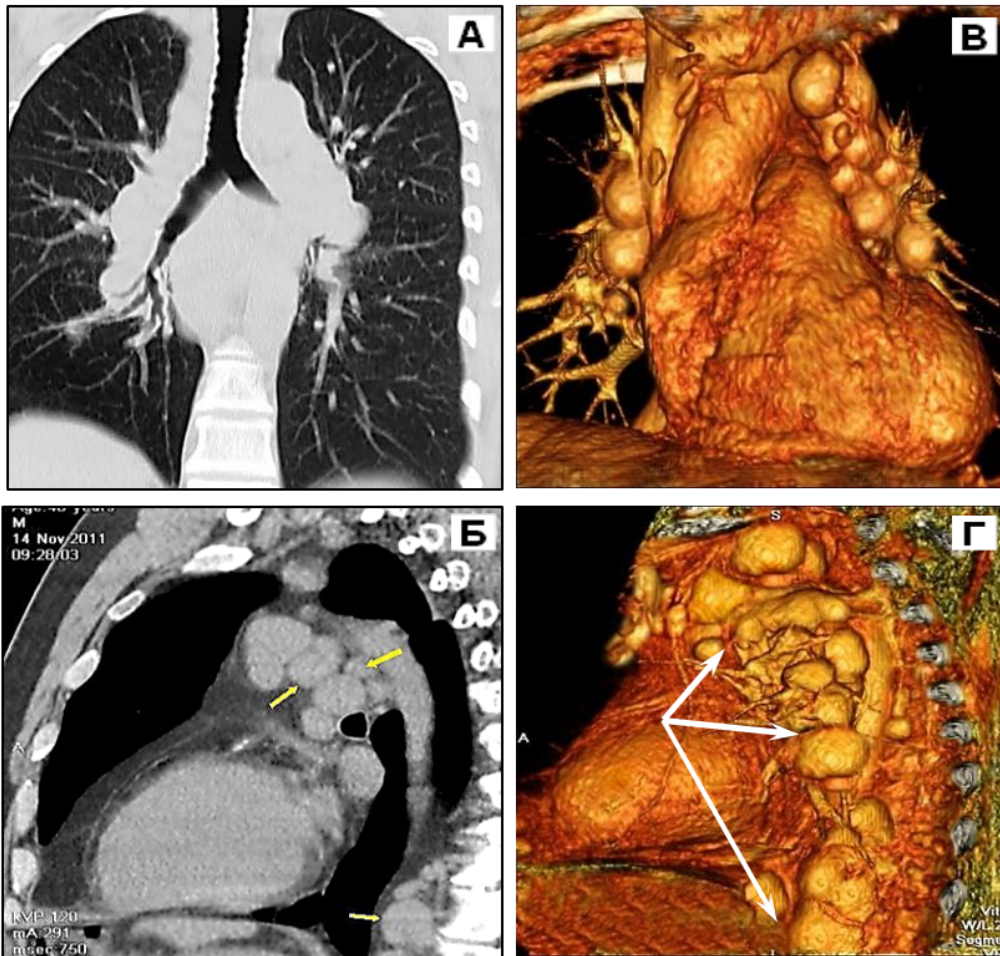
МСКТ органов грудной клетки пациента К., первичное исследование в ДНЦ ФПД: А и Б – мультипланарная реконструкция во фронтальной и левой боковой плоскостях – медиастинальная и бронхопульмональная лимфаденопатия; В и Г – объемный рендеринг во фронтальной и левой боковой плоскостях (значительно более эффективные и детализированные изображения, которые по неизвестным причинам используется в практической рентгенологии крайне редко).
